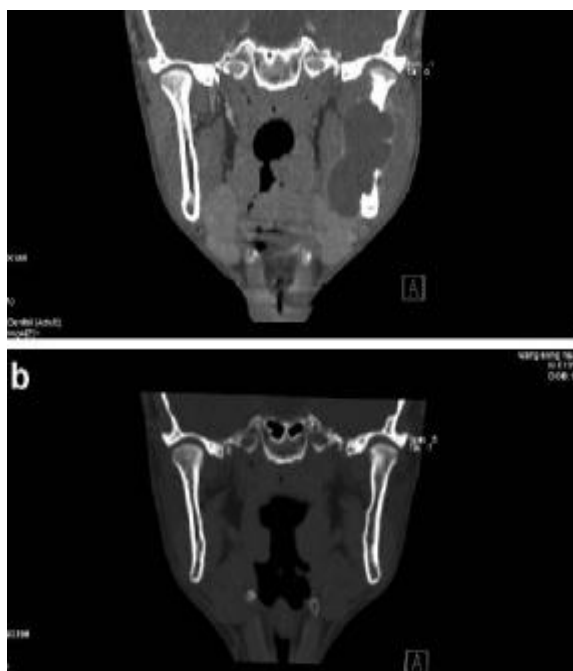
Coronal cross-section CT images. (a) Preoperatively, the posterior part of the ramus was severely destroyed. (b) After treatment, bone regenerated and the previously destroyed ramus was symmetrical to the contralateral counterpart.
